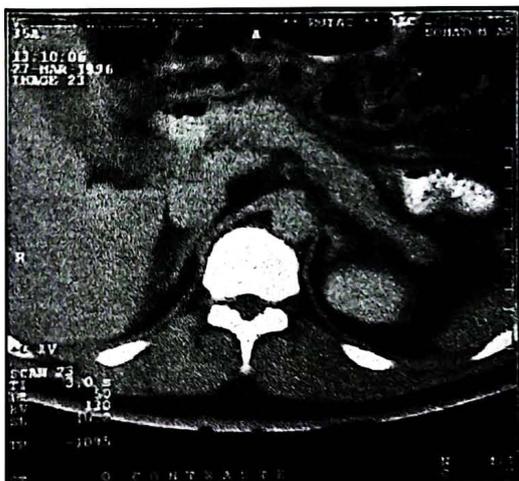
TAC con insulinoma en cuerpo de páncreas.
